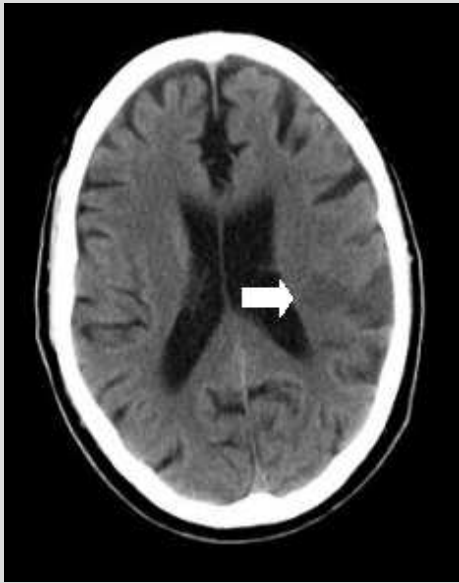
TAC craneal. La flecha blanca indica infarto parcial de la circulación anterior (PACI) izquierdo.
